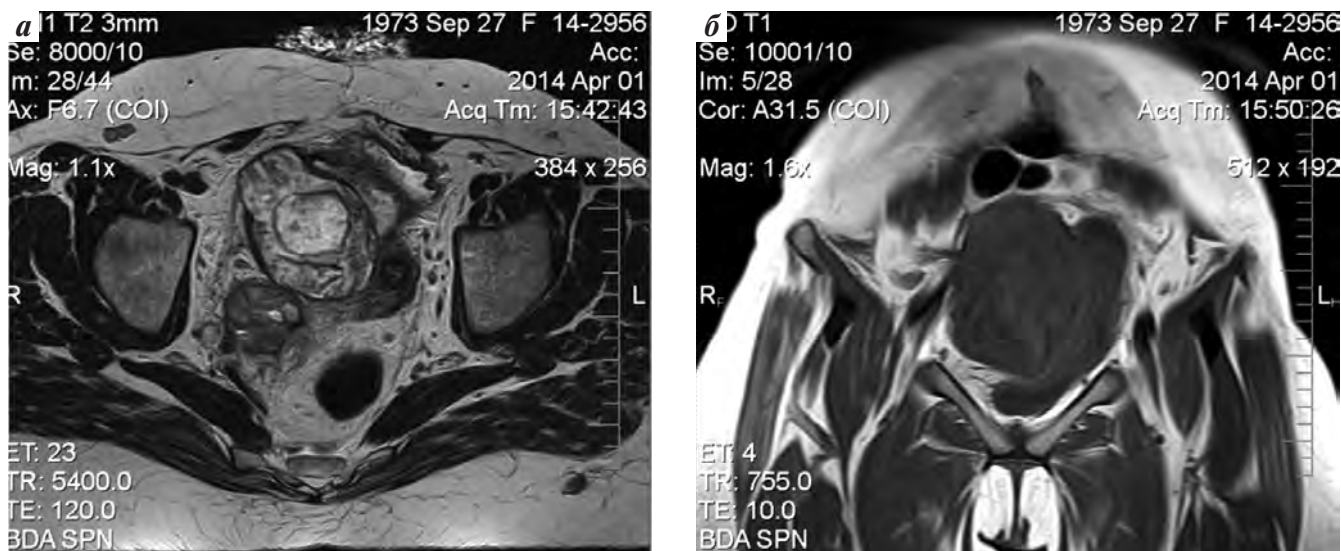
МРТ малого таза: а — аксиальный снимок; б — фронтальный снимок
